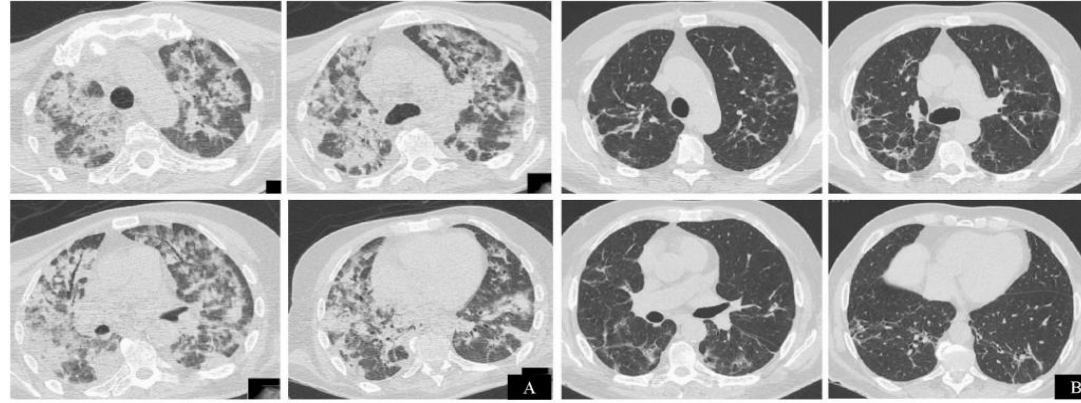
Chest CT axial images of COVID-19 pneumonia of patient 1. Diffuse patchy consolidations and ground-glass opacities in the sub-acute phase with band opacities with peribubular distribution (panel A). Chest CT performed in the last week of corticotherapy demonstrating radiological resolution of airspace disease with mild residual reticular opacities and traction bronchiectasis representing pulmonary fibrosis without honeycombing (panel B).
